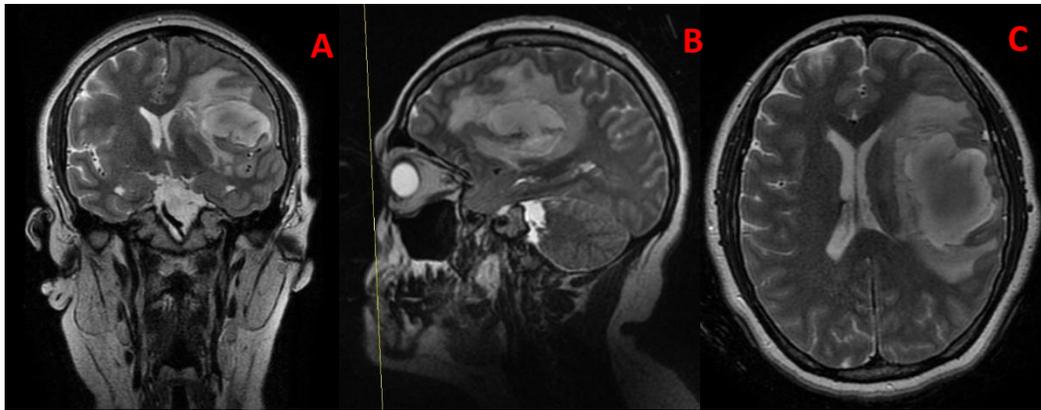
Hallazgos de la Resonancia Simple de G.M Realizada el 03/08/2020. 1) Hemorragia intraparenquimatosa en lóbulo frontal izquierdo asociado a edema perilesional, con datos sugestivos de malformación arteriovenosa con afluentes del segmento m2 y m3 de arteria cerebral media ipsilateral y drenaje hacia vena cerebrales profundas y seno esfeno parietal ipsilateral (grado 2 de spetzler martin). 2) Hernia subfalcina a la derecha de 8 mm. 3) Hemorragia subaracnoidea en línea interhemisférica, frontal y cisura de silvio izquierda. 4) Granulomas calcificados en lóbulo temporal izquierdo, de probable origen parasitario crónico resuelto. 5) Ateromatosis calcificada intracraneal (Sic. Expediente). A. IRM en secuencia ponderada T2 plano coronal. B. IRM en secuencia ponderada T2 plano sagital. C. IRM en secuencia ponderada T2 plano axial (Sic. Expediente).
